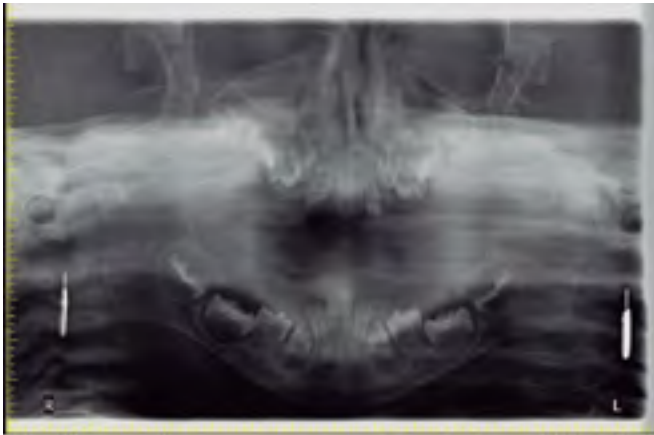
La radiografía panorámica muestra los dientes no erupcionados y varias radiolucencias pericoronales.
